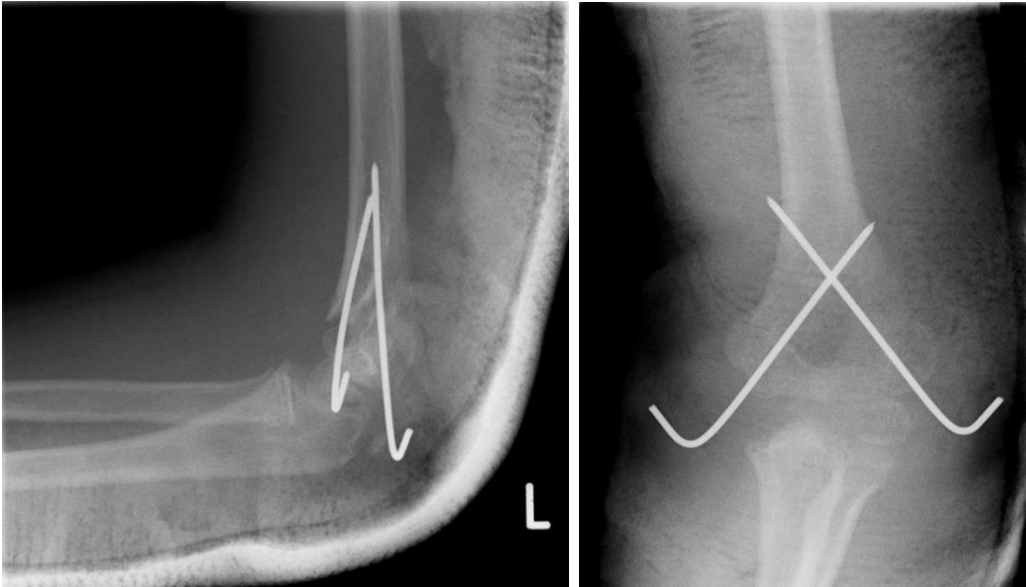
Röntgenaufnahme einer Kirschner-Draht-Osteosynthese bei supracondylärer Humerusfraktur (Quelle: Klinik St. Hedwig Regensburg)
